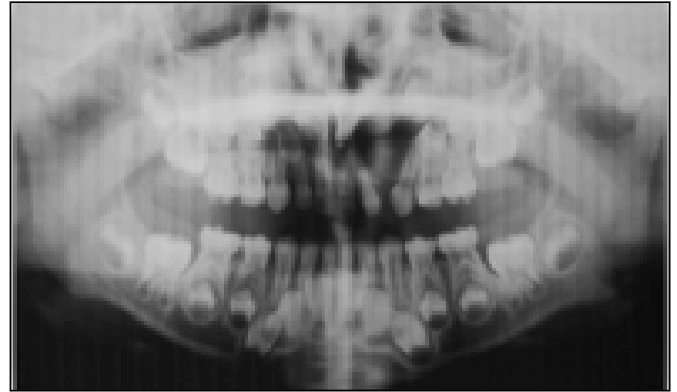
Radiographie panoramique montrant une lésion radio-claire bien limitée refoulant les germes dentaires de la 21, 22, et 23 et déplaçant les 61, 62 et 63 (cas 2).
